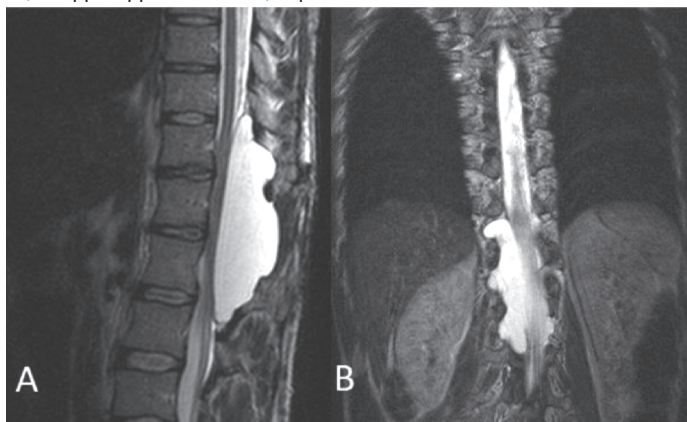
МРТ в T2 режиме в сагиттальном срезе (А), в коронарном срезе (В). На серии снимков: гигантская экстрадуральная арахноидальная киста на уровне Th10-L2 позвонков, сообщающаяся с интрадуральным пространством, с грубой компрессией конуса спинного мозга и конского хвоста
